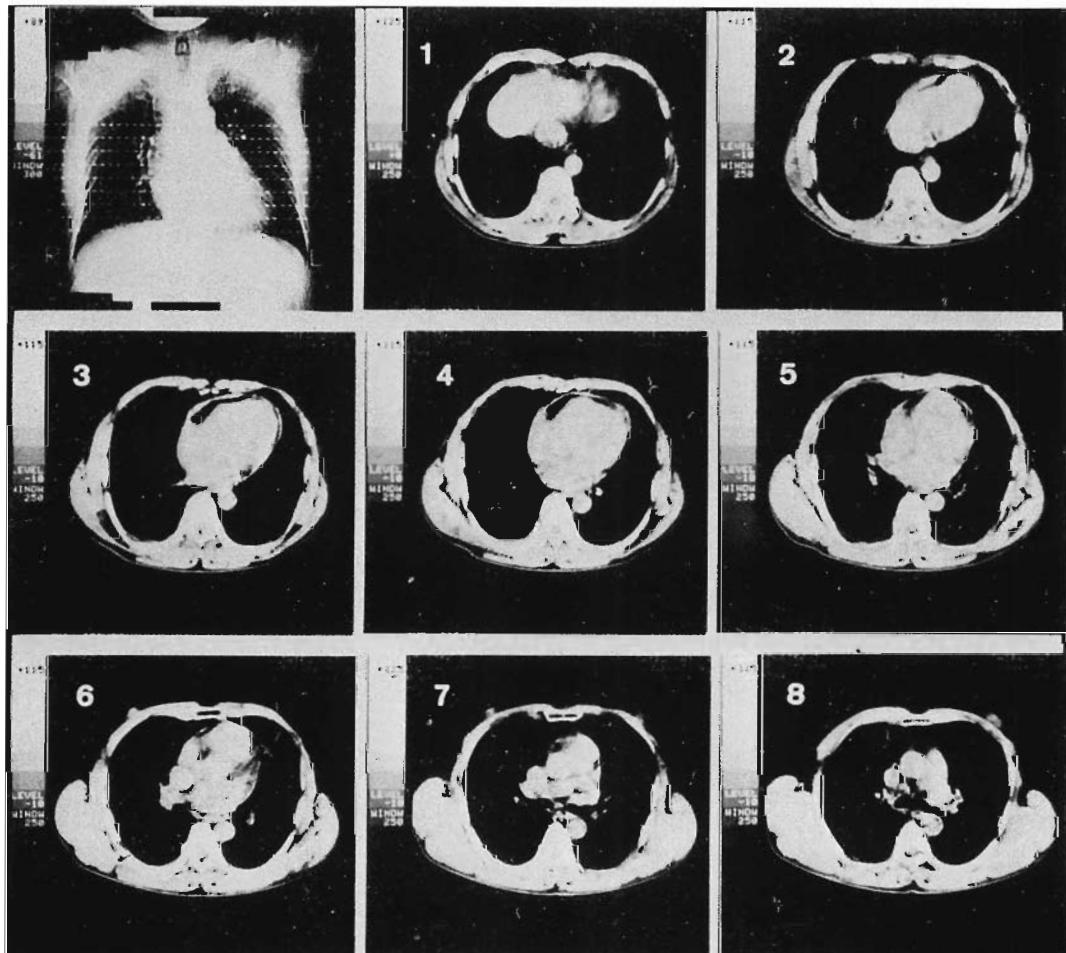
CT image of a patient with constrictive pericarditis (56-year-old male).
